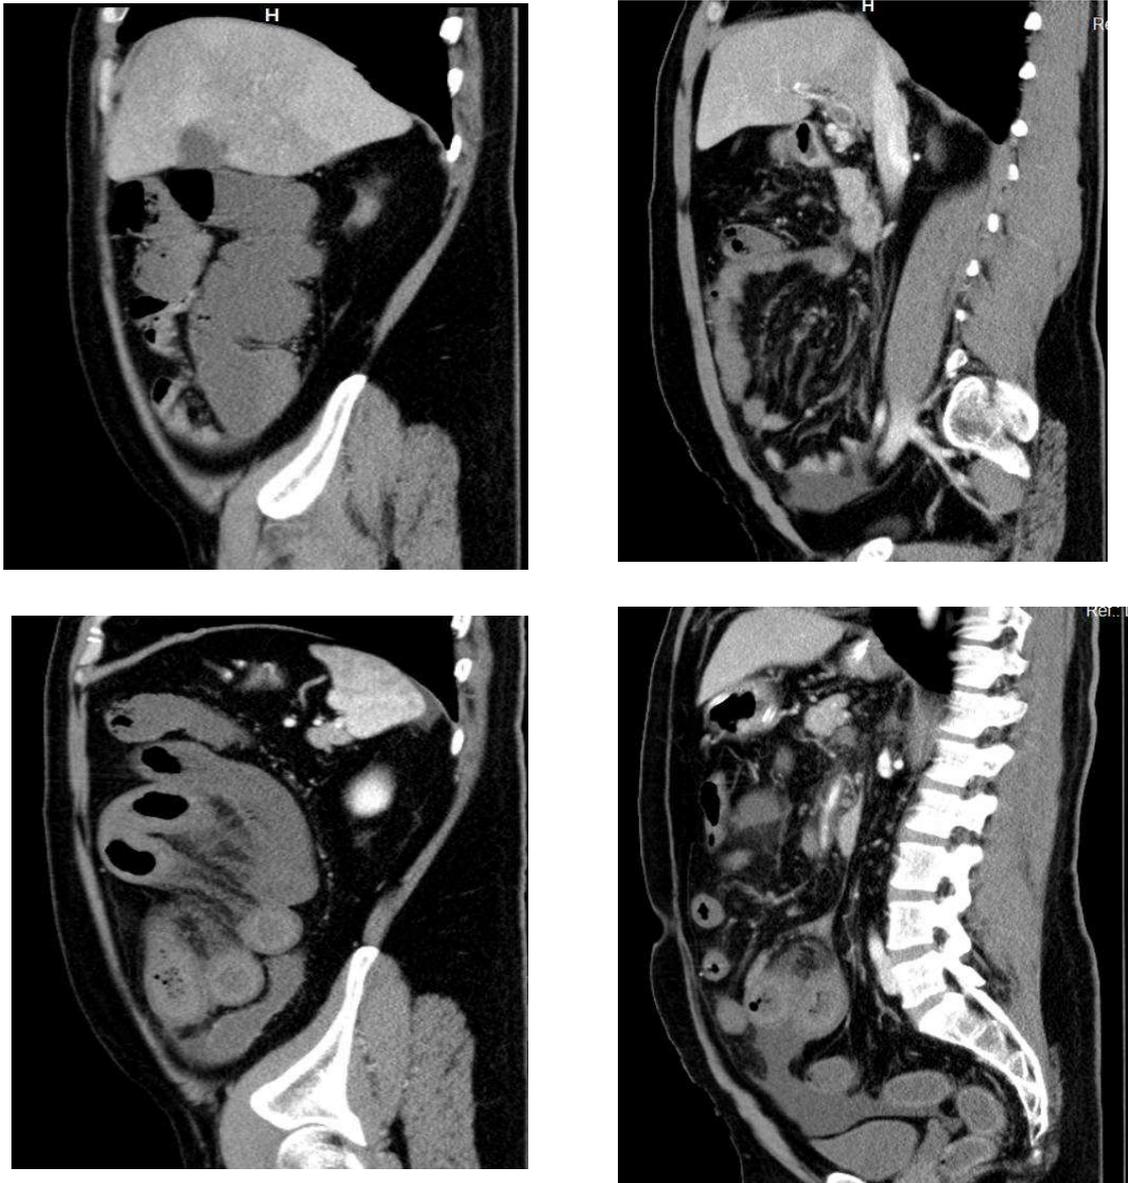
Tomografía computarizada Corte Sagital con Contraste.
